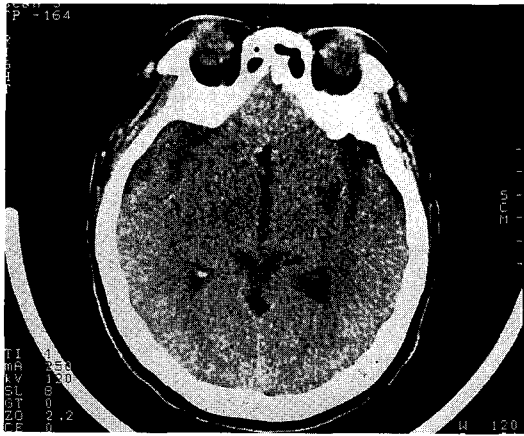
Unenhanced axial CT image through the level of the mid-brain shows air densities in the left sylvian and suprasellar regions and a small lucency of old ischemic infarct in the left basal ganglia.
